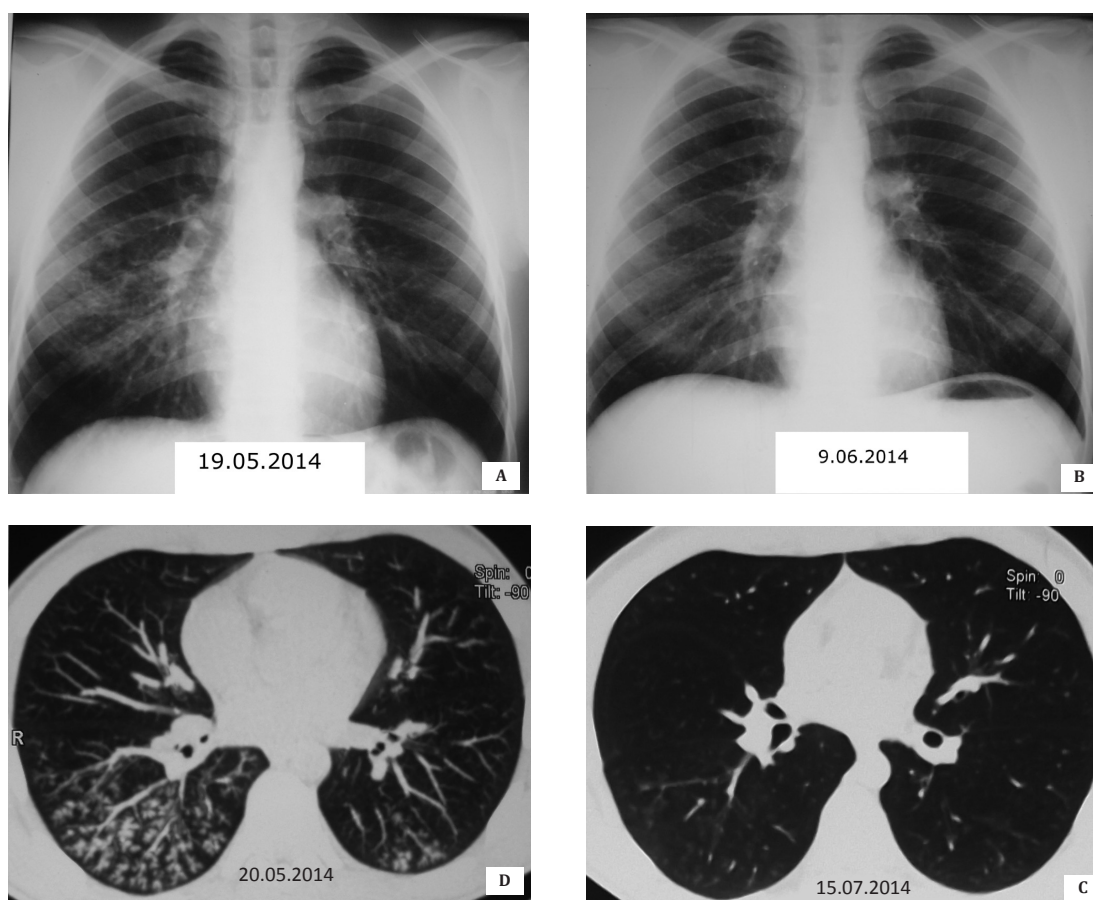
Aspect radiografic și HRCT al bronșiolitei infecțioase prin *Mycoplasma pneumoniae* la un pacient de 21 de ani, rezolvată după o cură de tratament antibacterian cu macrolidice.
